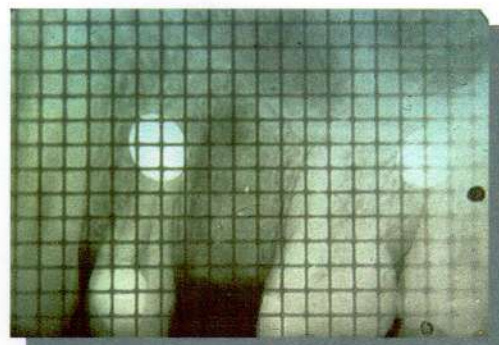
Caso clínico N° 18. Radiografía milimetrada post-operatoria inmediata.
